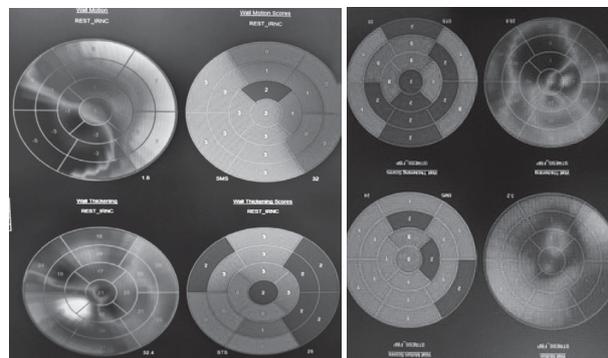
Сцинтиграфия миокарда ЛЖ: А – покой, Б – нагрузка
